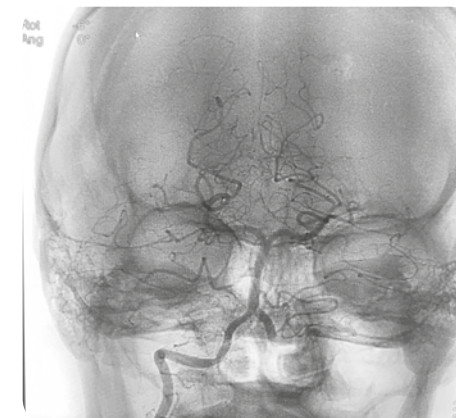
après injection d'un produit de contraste dans la zone à traiter grâce au cathéter, le cerveau est soumis à une radiographie.
